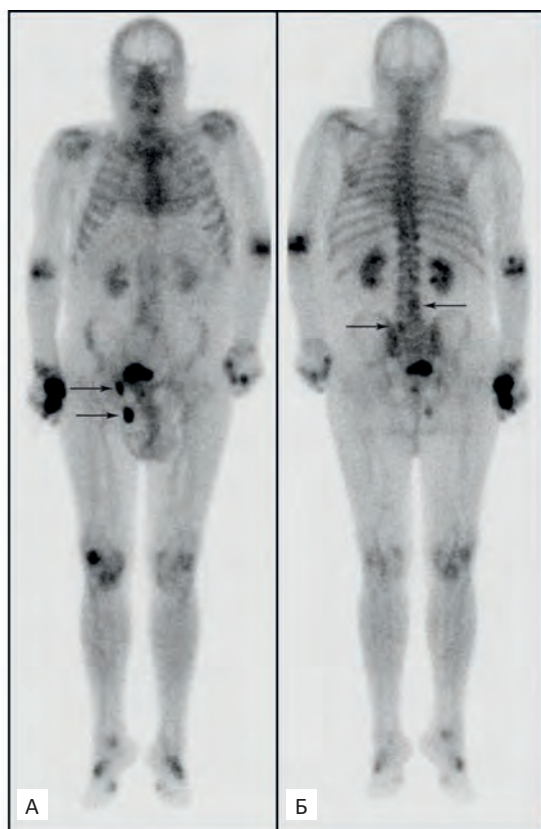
Сцинтиграфия с остеотропным РФП ^{99m}Tc -фосфотех. А — передняя проекция. Б — задняя проекция. Отмечается интенсивная неравномерная аккумуляция остеотропного РФП в области поясничных и грудных позвонков. Лонные и частично седалищные кости не визуализируются из-за экранирования мочевым пузырём и, вероятно, поверхностными следами выводимого РФП. Также отмечается неравномерная аккумуляция РФП в локтевых, лучезапястных, коленных, голеностопных суставах, мелких суставах кистей и стоп. Нарушение статики позвоночника — S-образный сколиоз (стрелки)
